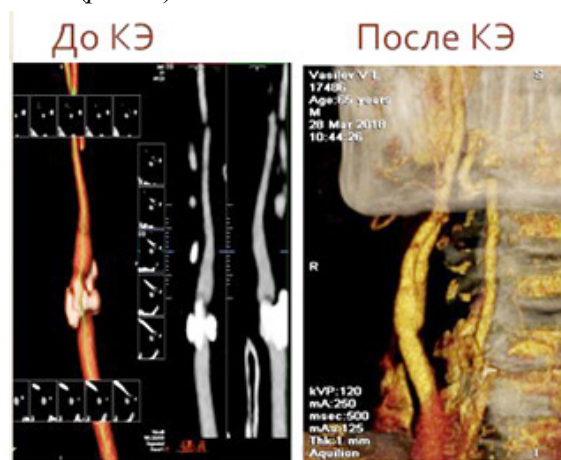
КТ до каротидної ендартеректомії та після
